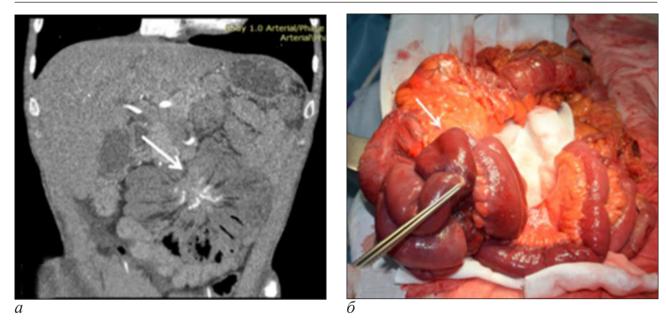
Диффузно-инфильтративный вариант опухолевого конгломерата брыжейки тонкой кишки (указан стрелкой) у больного П., 57 лет: а – компьютерная томограмма; б – макроскопическая картина
